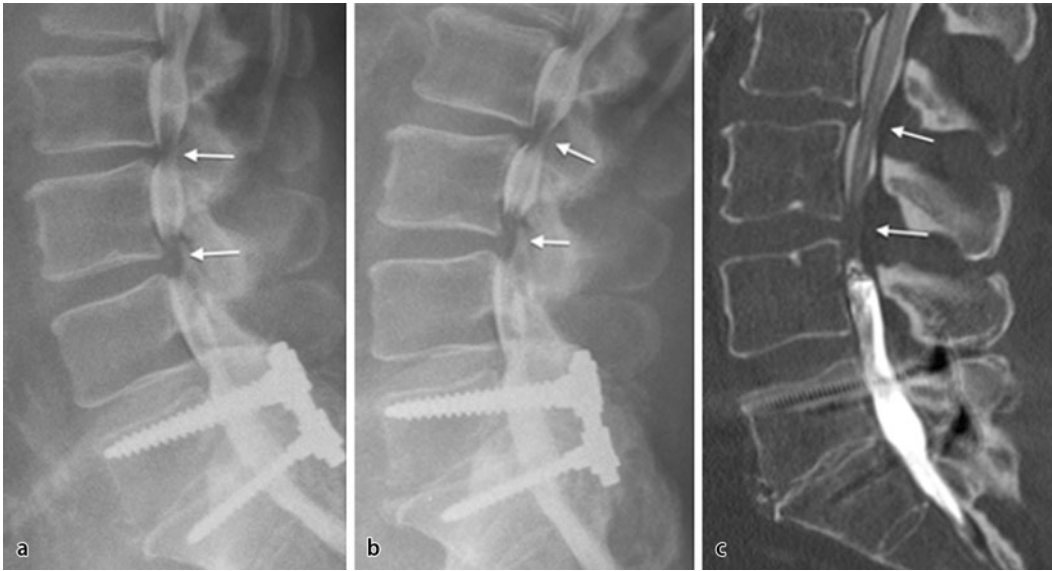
◀ Funktionsmyelographie in Flexion und Extension (a, b): Einengung des Spinalkanals in den Höhen L2/3 und L3/4 (*weiße Pfeile*) wobei in Höhe L2/3 eine leichte Zunahme der Einengung in Funktion zu erkennen ist. Die CT-Myelographie in sagittaler Rekonstruktion zeigt den fehlenden Kontrast des Spinalkanals in Höhe L3/4 (*c, weiße Pfeile*) sowie die Einengung in Höhe L2/L3
